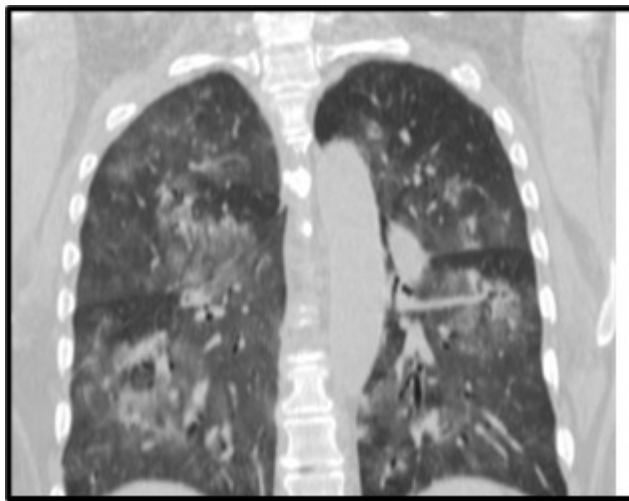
Tomografía axial computarizada de tórax simple en proyección coronal evidenciando amplio compromiso pulmonar bilateral tanto en ápices como en bases pulmonares por infiltrados alveolares y en vidrio deslustrado.
